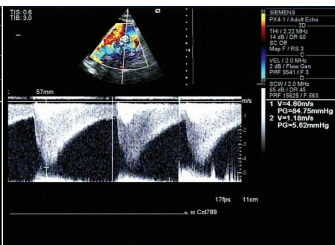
胸骨上窝切面超声心动图示主动脉弓降部流速明显增快,收缩期峰值流速达 4.60 m/s
